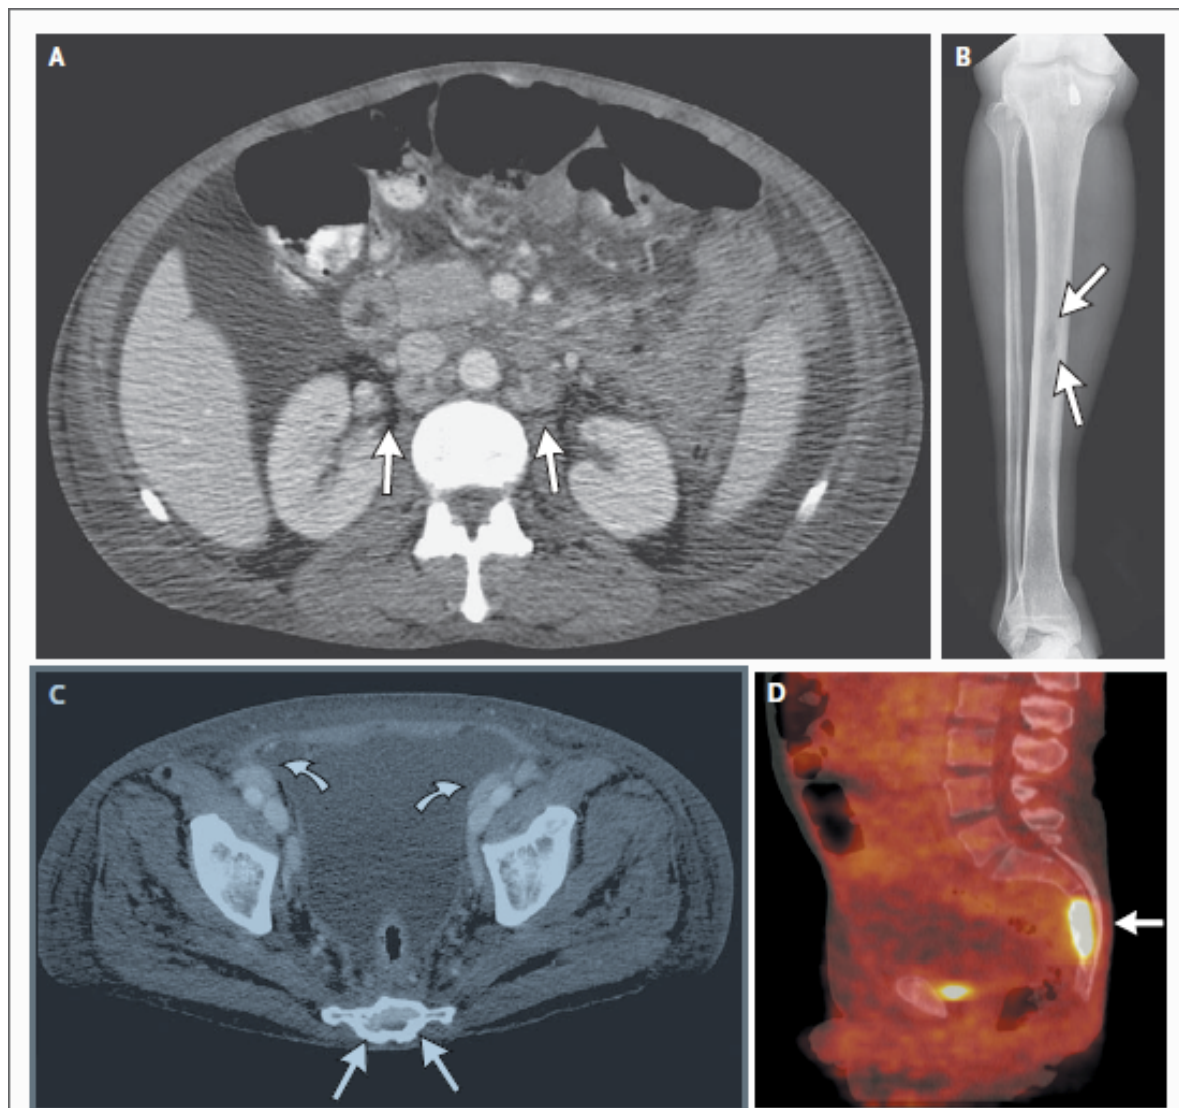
Radiographic Images.
